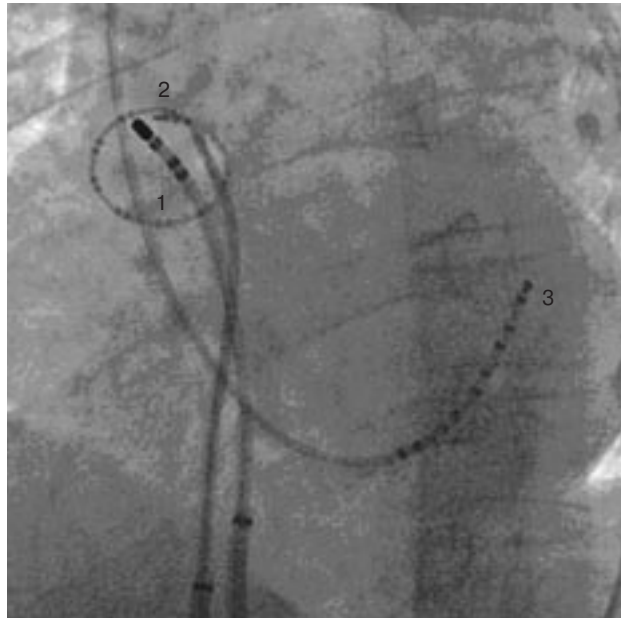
Рентгенограмма в левой косой проекции. Расположение электродов во время РЧ-воздействий: 1 – абляционный электрод, 2, 3 – диагностические электроды
